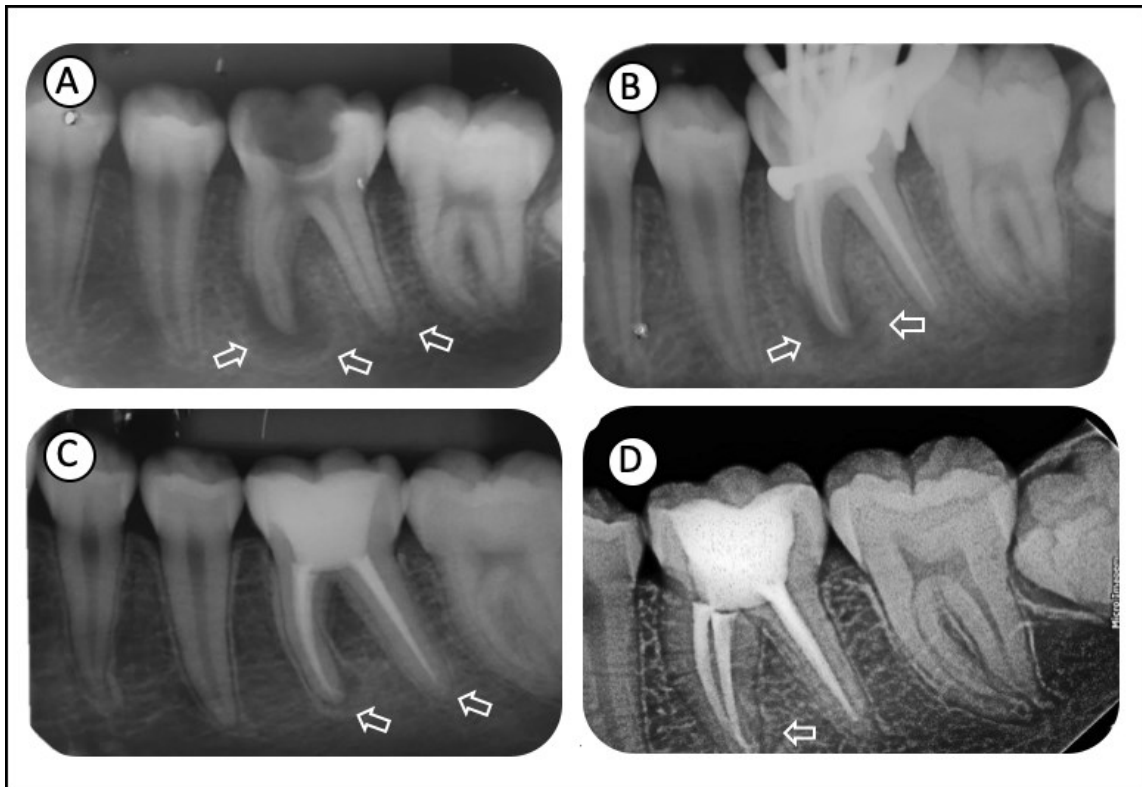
Caso clínico do tratamento endodôntico do dente 36 (paciente com 13 anos de idade). (A) Radiografia inicial. (B) Obturação. (C) Acompanhamento de 1 ano e (D) Acompanhamento de 2 anos. As setas indicam o local de avaliação e a evolução do reparo apical.
